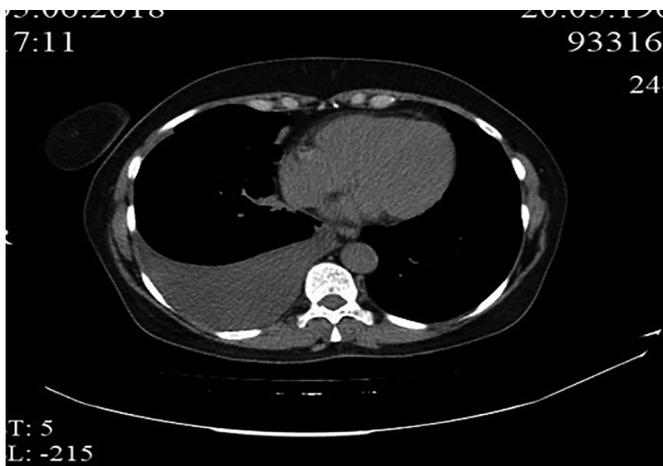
Компьютерная томограмма у пациента с хроническим миелолейкозом и плевральным выпотом на фоне терапии дазатинибом
